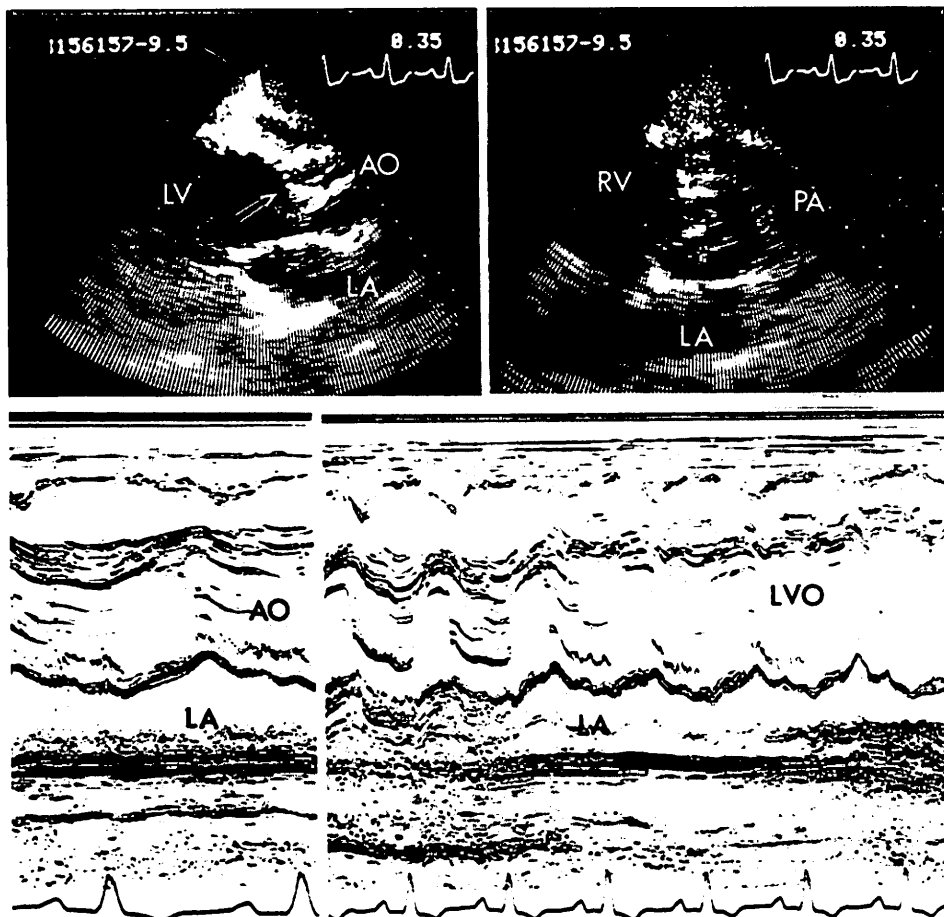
Long and short axis, two-dimensional echocardiograms of the aortic valve showing an abnormal mass attached to the right coronary cusp (arrow), whereas in the M-mode echocardiograms multiple shaggy echoes can be seen in diastole.
